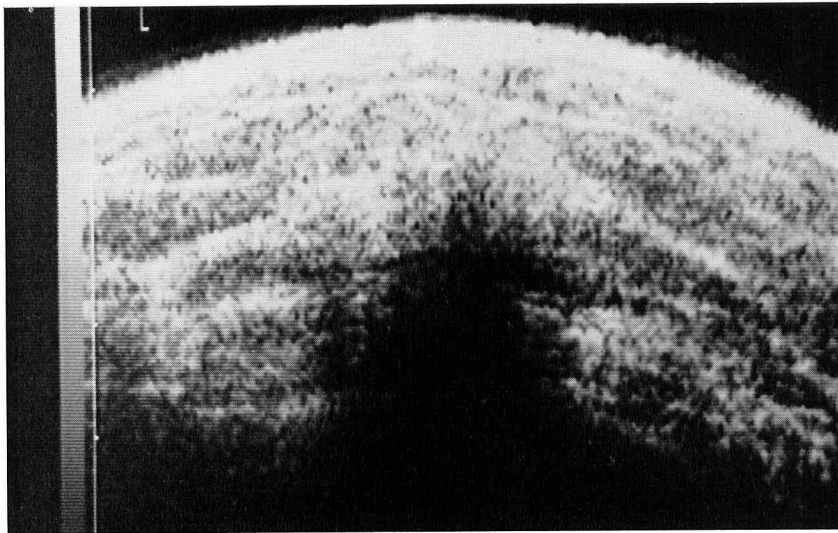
症例5のEchography。後方エコーが消失した腫瘍像様の所見を認める。(判定Ⅲb)
